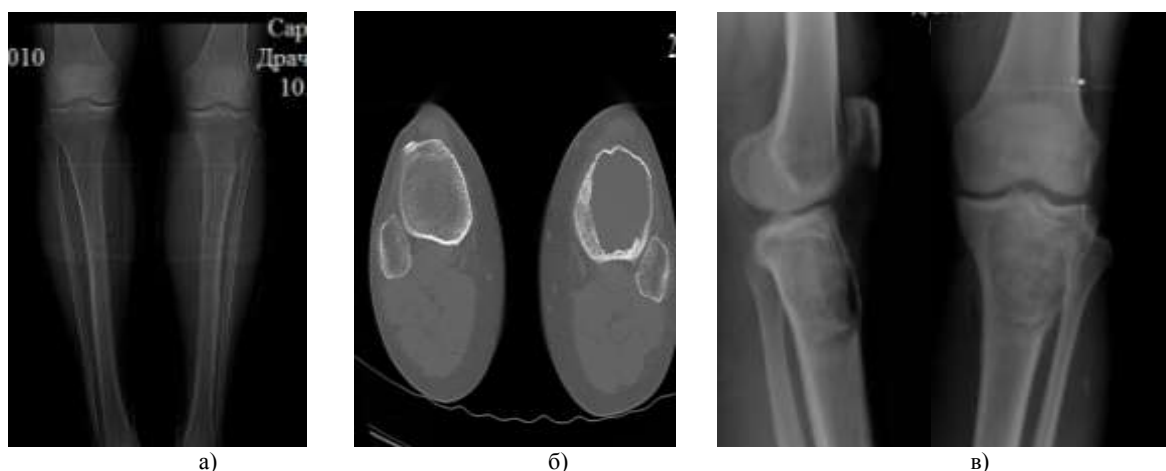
а) рентгенограммы до операции; б) компьютерная томография проксимального отдела левой б/берцовой кости; в) операция: открытая биопсия, краевая резекция в/з левой б/берцовой кости, удаление опухоли, аллопластика
